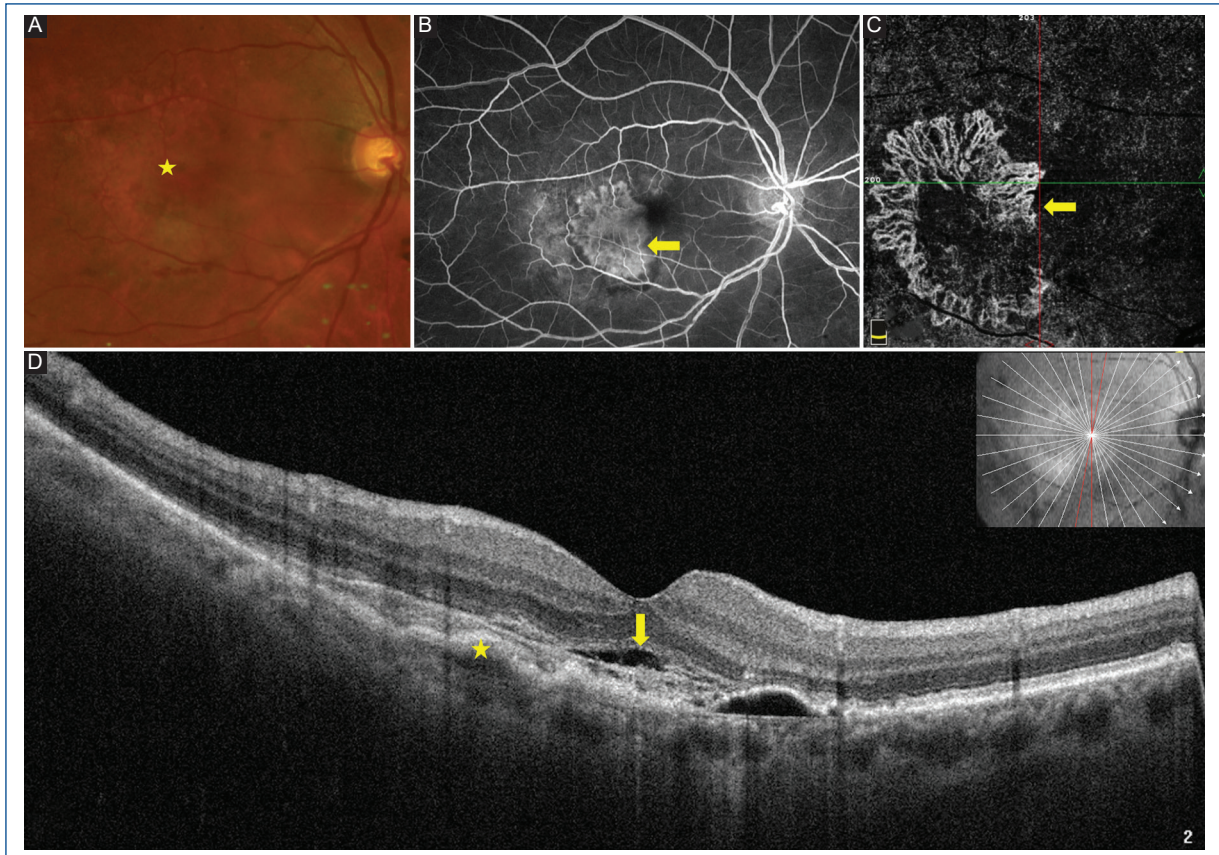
Imagen multimodal de la neovascularización macular de tipo mixto secundaria a degeneración macular asociada a la edad en el ojo derecho (OD). A: fotografía de fondo de OD que muestra una hemorragia subretiniana parafoveal temporal inferior asociada a líquido subretiniano (LSR) (estrella) B: angiografía fluoresceínica del OD en fase arteriovenosa media donde se evidencia un área central de hiperfluorescencia por fuga bien definida compatible con una membrana neovascular predominantemente clásica (flecha). C: angiotomografía de coherencia óptica con corte de retina externa donde se observa la red neovascular en forma de medusa que sobrepasa el epitelio pigmentario de la retina (EPR) (flecha) y corresponde al componente subretiniano de la neovascularización macular mixta. D: tomografía de coherencia óptica de mácula del OD con pérdida parcial del contorno foveal, presencia de LSR (flecha), engrosamiento fibrovascular del complejo EPR-coriocapilaris subfoveal y desprendimiento del epitelio pigmentario fibrovascular (estrella).
